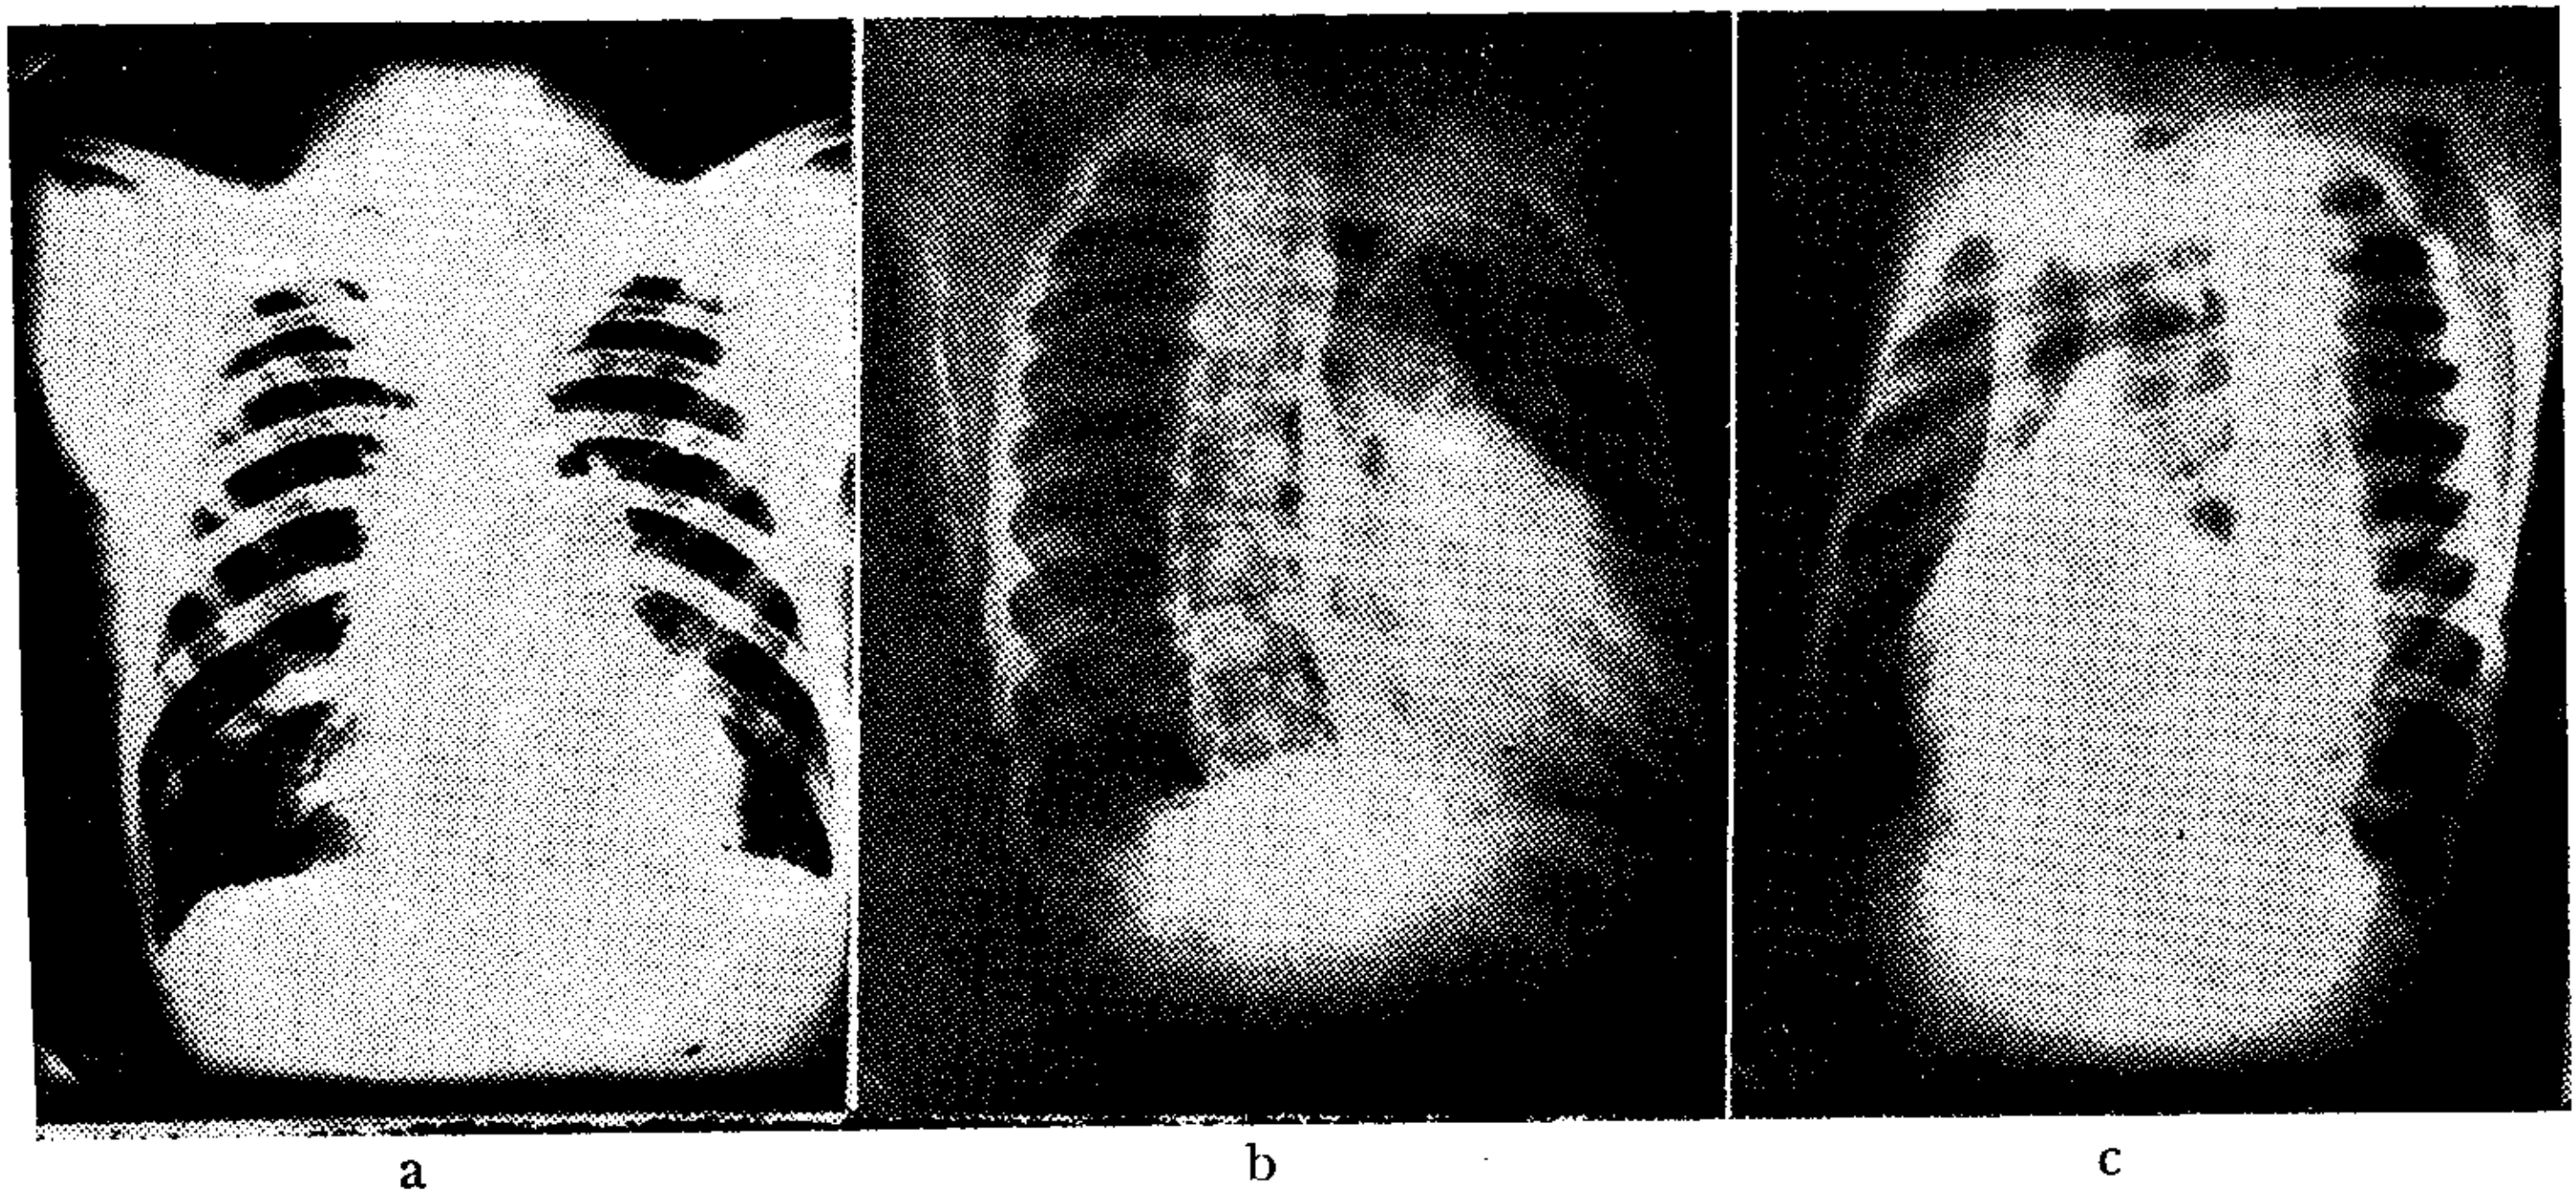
Telerradiografía de tórax al ingreso. En a posición P. A. mostrando agrandamiento cardíaco global a predominio izquierdo. Congestión pulmonar pasiva y visualización de la orejuela izquierda a nivel del borde cardíaco izquierdo. En b muesca por compresión y rechazo del esófago baritado a nivel de la aurícula izquierda indicando agrandamiento selectivo de esta cavidad. En c, O.A.I. con elevación y compresión del bronquio principal izquierdo a nivel de la aurícula, la cual se observa como una prominencia convexa.
